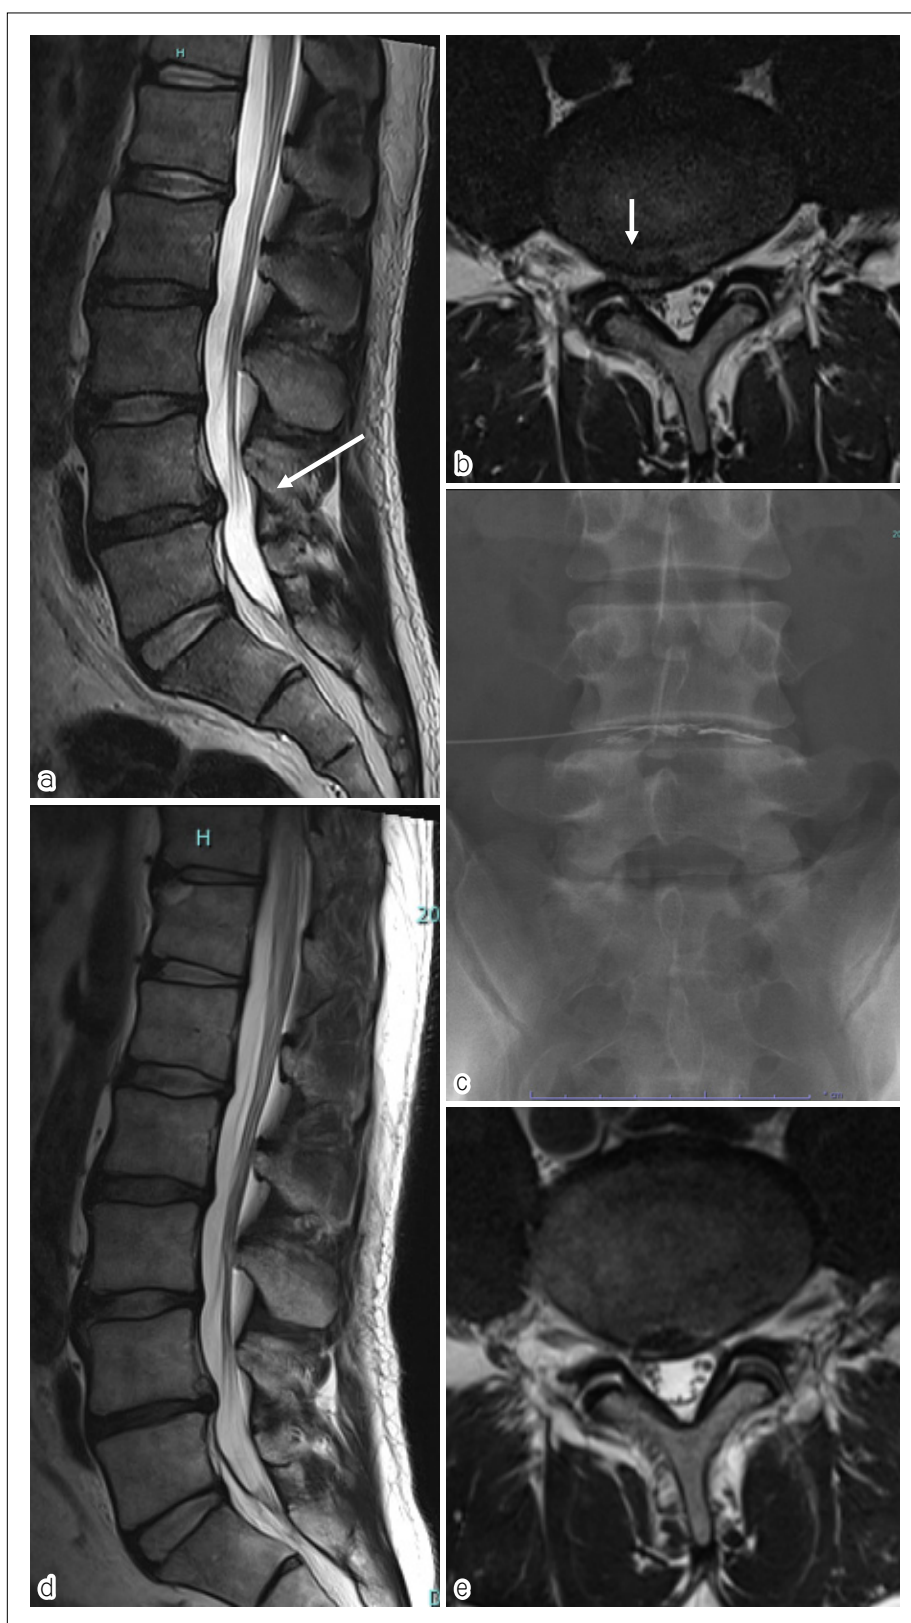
a, b 酵素投与前 MRI の T2 強調画像. L4/5 の右側に靱帯下膨隆型の椎間板ヘルニアによる神経根の圧迫を認める.
